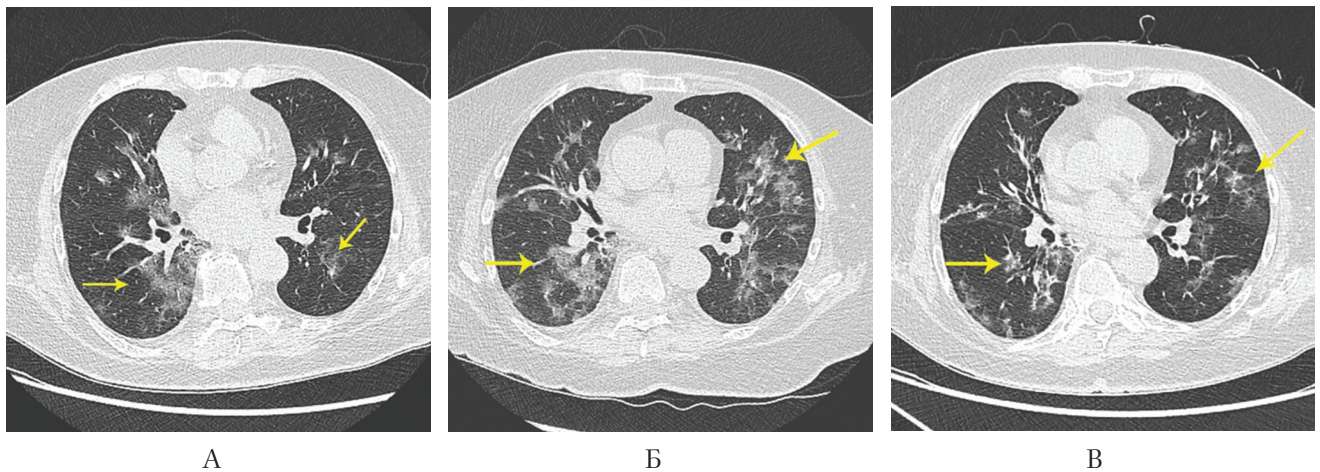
КТ ОГК больной А. в период госпитализации в ЛРЦ.
